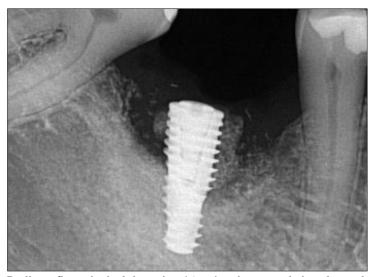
Radiografia periapical da região 46 após seis meses da instalação do anél ósseo.
